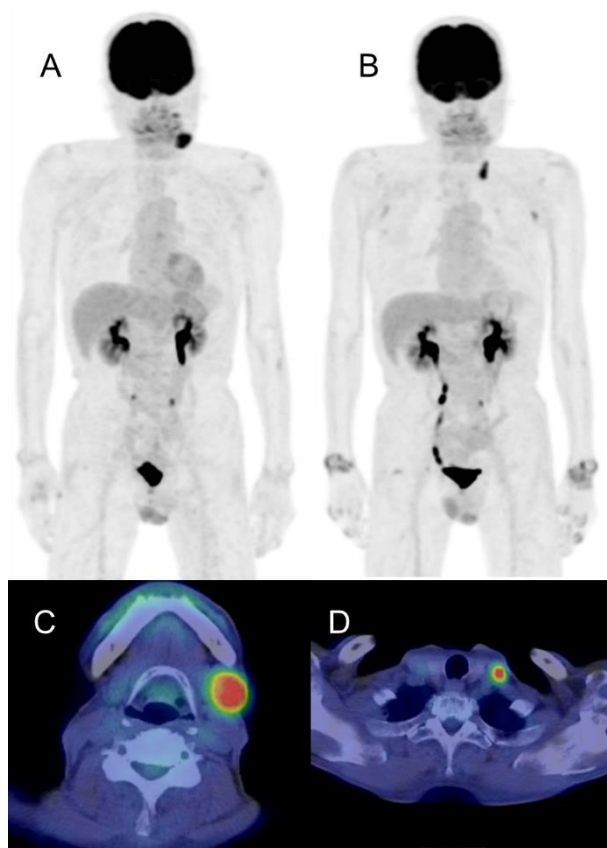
non-CR 群の代表例を示す。A)治療前の MIP 像では左頸部に病変が認められた(C; SUV_{max} 7.3, WBMTV 8.6 ml, WBTLG 42.7 ml) 。B)MTX 中止後 6 か月後の MIP 像では D)左鎖骨上窩に新たな病変が認められ、放射線治療が施行された。両側手関節に関節リウマチの再燃と思われる所見が出現している。
